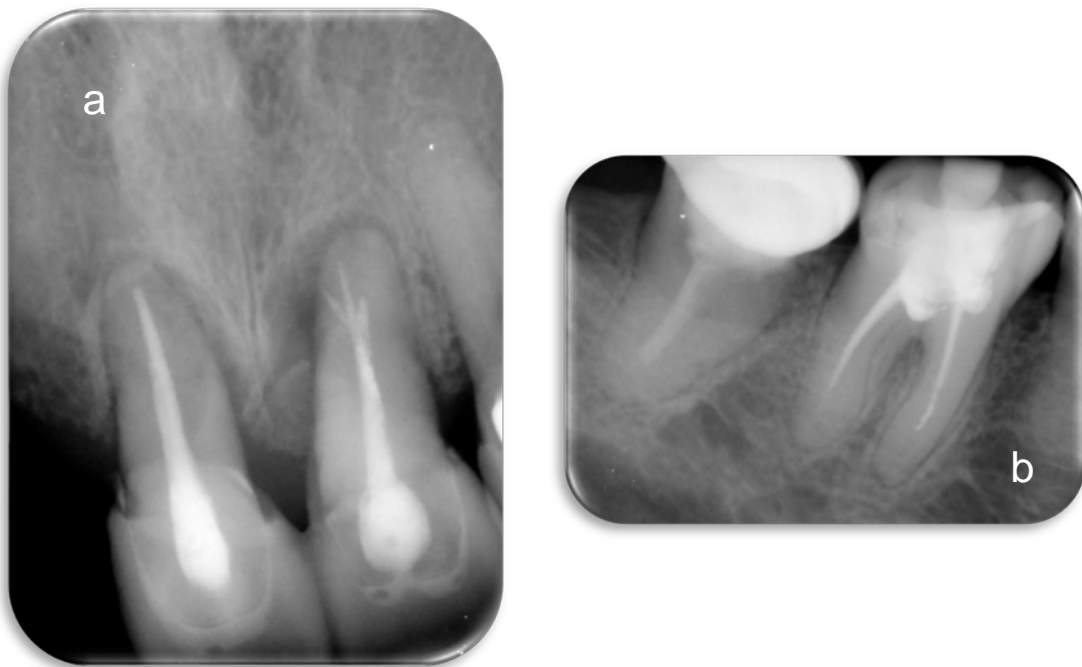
Radiografías periapicales de diagnóstico. a. Órganos Dentarios 11 y 21 con previo tratamiento endodóntico b. Órganos Dentarios 47 y 48 21 con previo tratamiento endodóntico.
